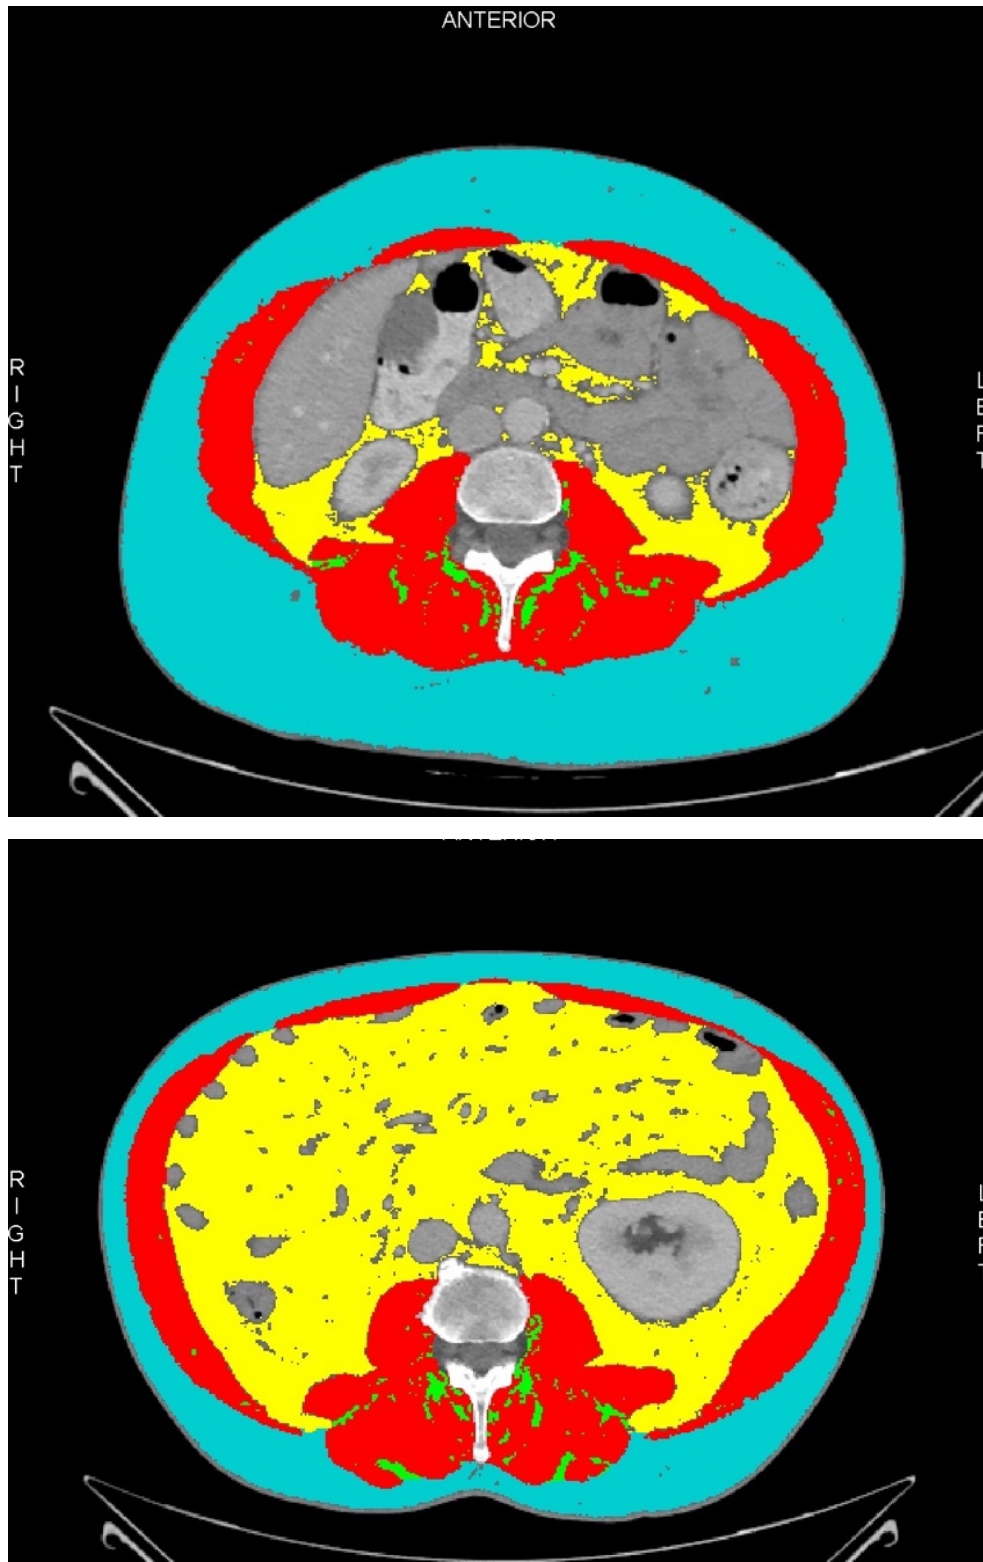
Bildbeispiele der Auswertung von computertomographischen Aufnahmen via Sliceomatic software; blau: SAT(subcutaneous adipose tissue), rot: SMA (skeletal muscle area), gelb: VAT (visceral adipose tissue), grün: IMAT (intramuscular adipose tissue); oben ein Beispiel für wenig VAT jedoch viel SAT, unten ein Beispiel für viel VAT und weniger SAT. Quelle: eigene Bilder
